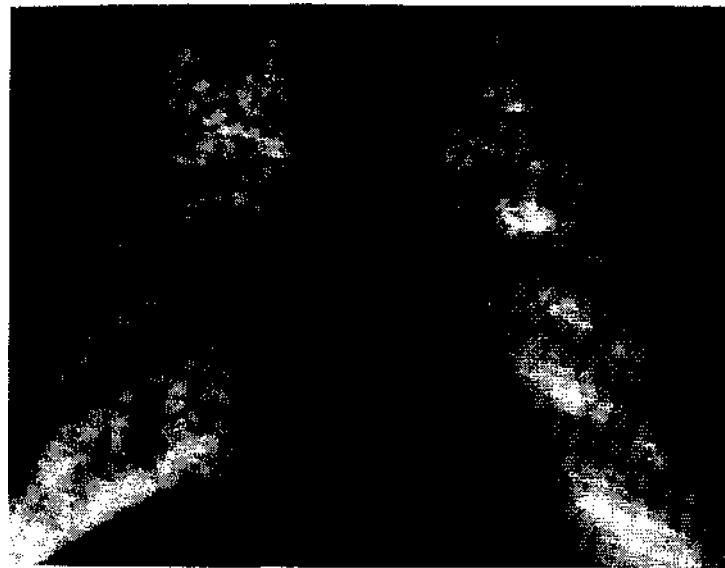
Рентгенограмма больного Э.
